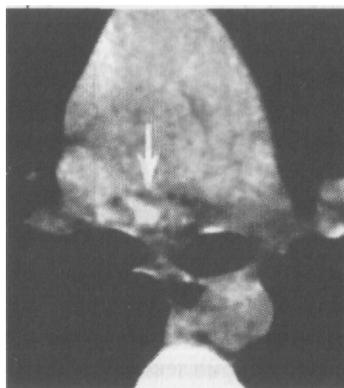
КТ кальцинат в лимфатическом узле средостения
